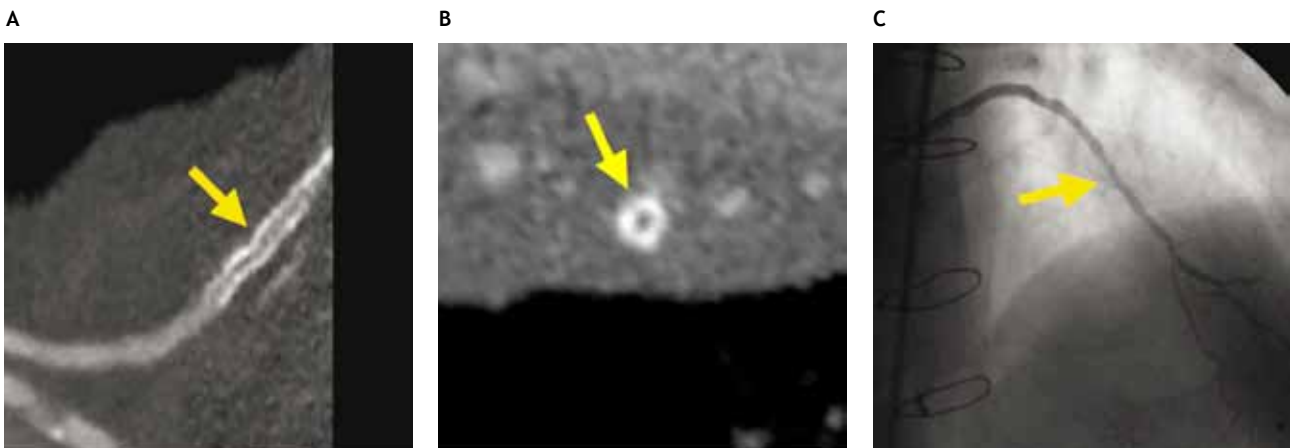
TC de 64 cortes y CI de paciente con *stent* menor de 3 mm en injerto aortocoronario de vena safena. Reconstrucción multiplanar (RMP) curvado. A. *Stent* (flecha amarilla) visto en eje longitudinal. RMP. B. *Stent* (flecha amarilla) en plano ortogonal. Angiografía invasiva del injerto. C. *Stent* permeable (flecha amarilla) resultando un falso positivo en la TC.
